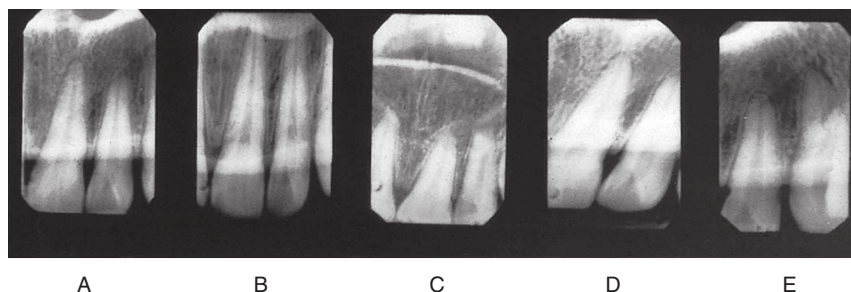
Exemples pour montrer comment des variations dans la technique radiographique peuvent modifier les images – issues de films argentiques ou de récepteurs numériques – produites par un même objet. A. Incidence correcte. B. Angulation verticale incorrecte produisant une image étirée. C. Angulation verticale incorrecte produisant une image raccourcie. D, E. Angulations horizontales incorrectes produisant des images déformées.
